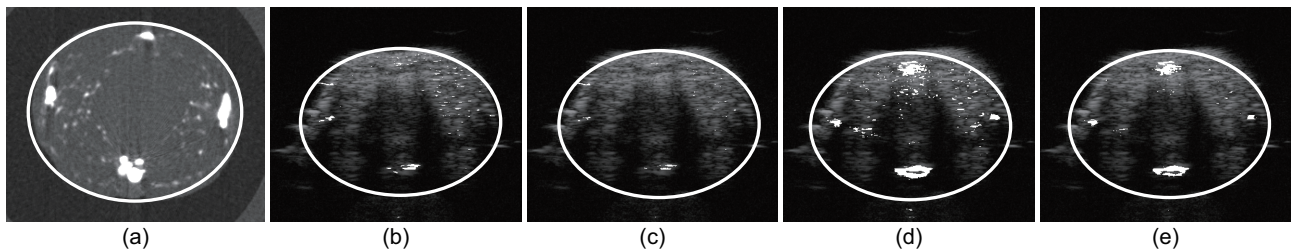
検出結果 (尻尾の断面は白い円, 血管は白で表す) (a) CT, (b) Willmann, (c) Lyshchik, (d) 提案手法 (動き検出なし), (e) 提案手法 (動き検出あり)
